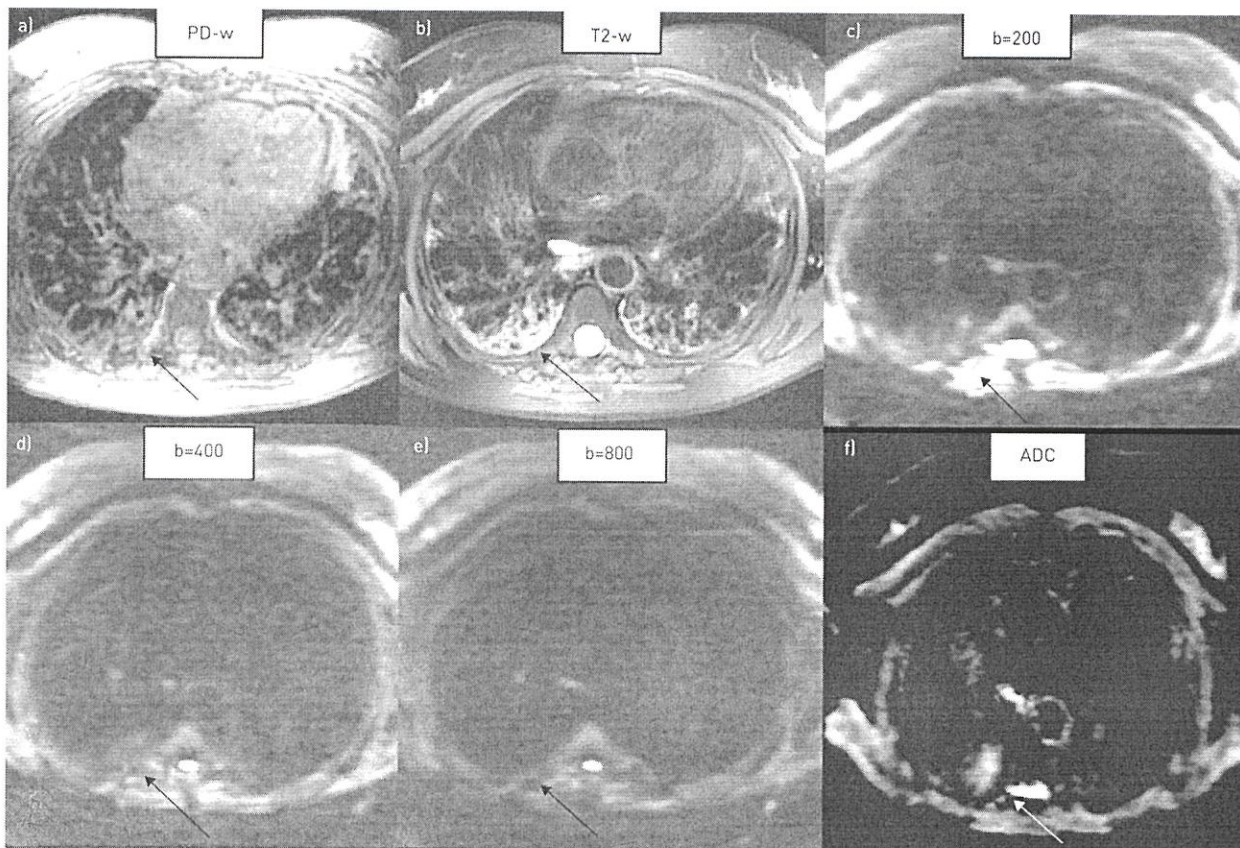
МРТ легких в аксиальной проекции, женщина 72 года с NSIP, DWI при нескольких значениях b фактора а) PD-ВИ, б) T2-ВИ, с – е) DWI при значениях b с) 200, д) 400 и е) 800 $\text{с} \cdot \text{мм}^{-2}$, и ф) ИКД. На PD-ВИ (стрелка на а) и на T2-ВИ имеется зона гиперинтенсивного сигнала (стрелка на б), а – на показывает DWI отмечается затухание сигнала за счет увеличения значений b (стрелки на с – е). На картах ИКД та же самая область в правой нижней доле является гиперинтенсивной, что может указывать на активное воспаление
